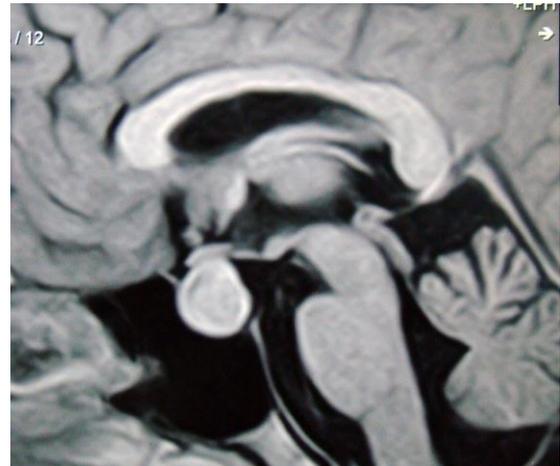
RMN preoperatoria (tumor selar y seno libre)
